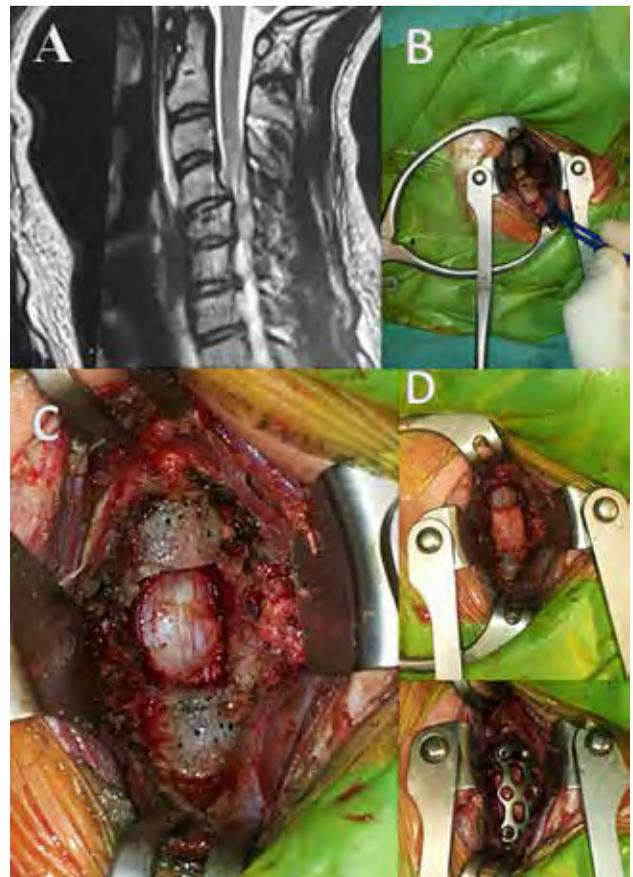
En este caso realizamos una correpectomía por fractura vertebral C5 en paciente con déficit neurológico y colocación de injerto de cresta (luego colocamos placas y tornillos). A: resonancia que evidencia lesión. B: exposición de lesión mediante abordaje. C: correpectomía. D: Colocación de injerto de cresta y placa con tornillos.
